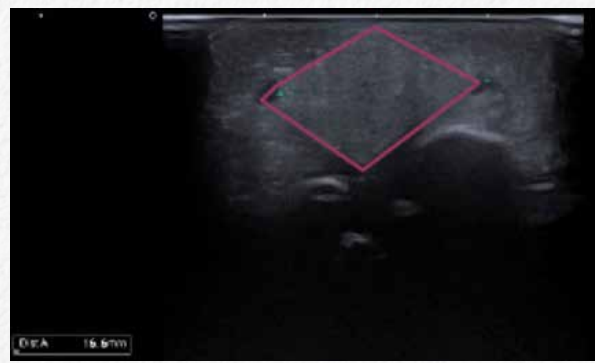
Ecografía de partes blandas. Parótida accesoria izquierda.
